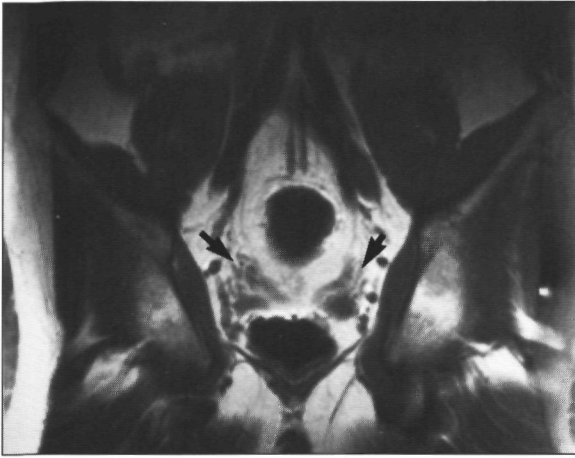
Op de coronale MRI-opname (1,5 T; SE/750/30/2) zijn de ducti deferentes herkenbaar (pijlen).
